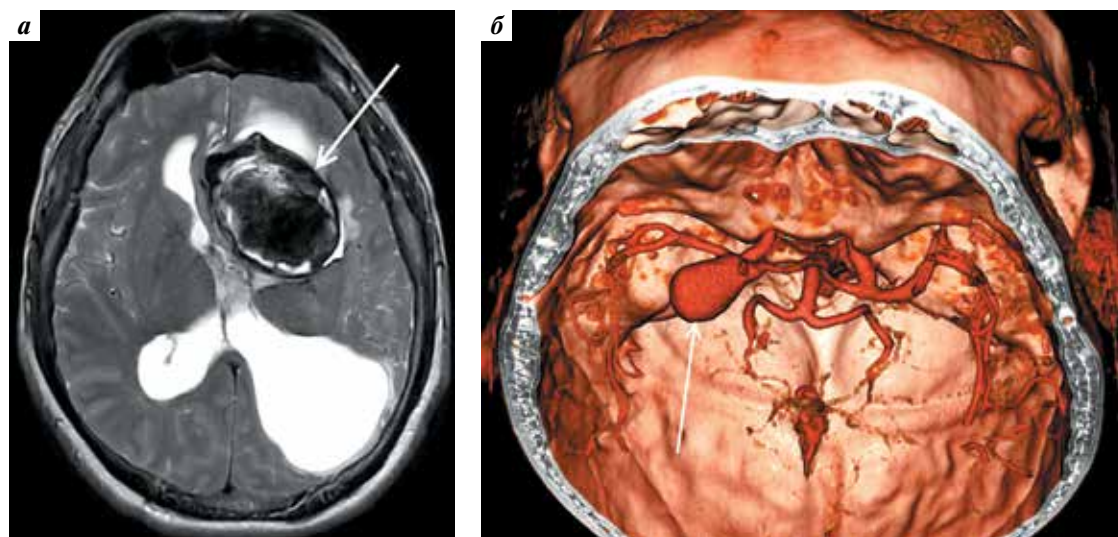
Данные нейровизуализационного обследования пациента Ч. с гигантской частично тромбированной бифуркационной аневризмой левой внутренней сонной артерии: а – магнитно-резонансная томография головного мозга, последовательность T2 (аневризма указана стрелкой); б – мультиспиральная компьютерная томография (аневризма указана стрелкой)
